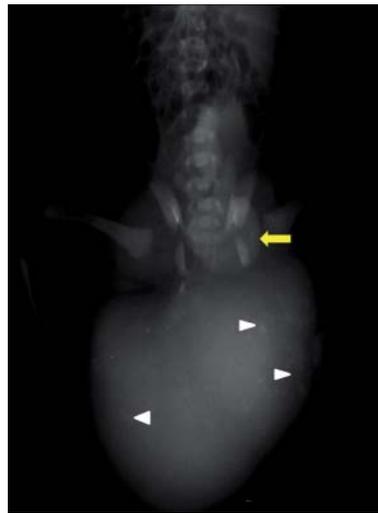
Radiografía simple en proyección anteroposterior. Se observa una gran tumoración ovoide de partes blandas dependiente de estructuras pélvicas, con componente interno a nivel sacro (flecha amarilla), heterogénea en su interior por presencia de imágenes radio opacas en relación con calcificaciones (cabezas de flecha).
